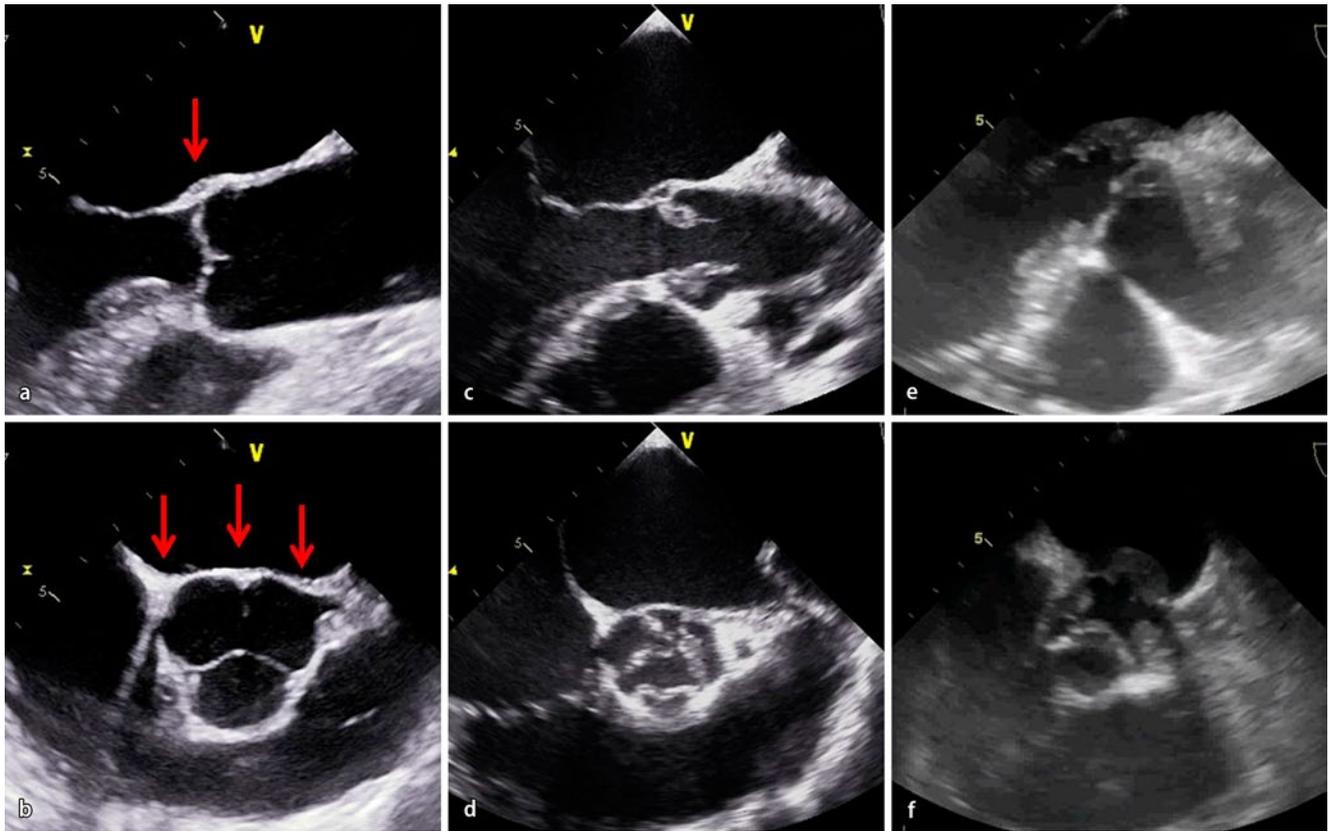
▲ Unauffällige Aortenklappe und fibröse aorticomitral Übergangzone (Pfeile) im parasternalen transösophagealen a Längs- und b Kurzachsenschnitt sowie c, d auffällige Befunde in entsprechenden Anschnitten bei Aortenklappenendokarditis und e, f bei Abszedierung der fibrösen aorticomitralen Übergangzone
